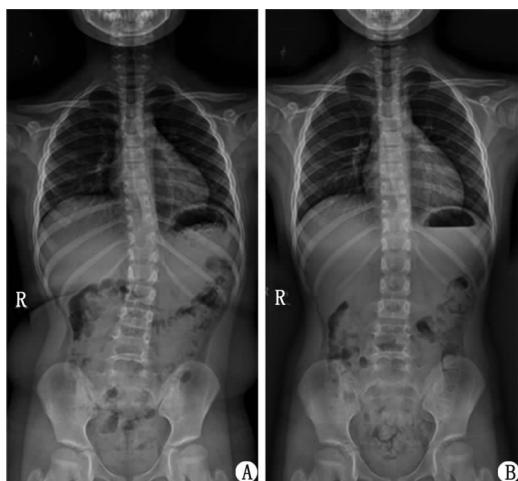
Case 1 full-length anteroposterior and lateral X-ray of the spine
